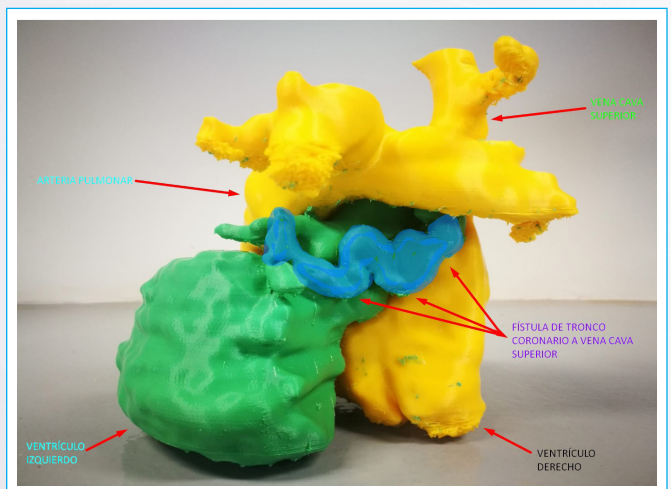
Impresión tridimensional cardíaca, derivada de tomografía computarizada, evidenciando la fístula coronaria, y las relaciones anatómicas correspondientes.
